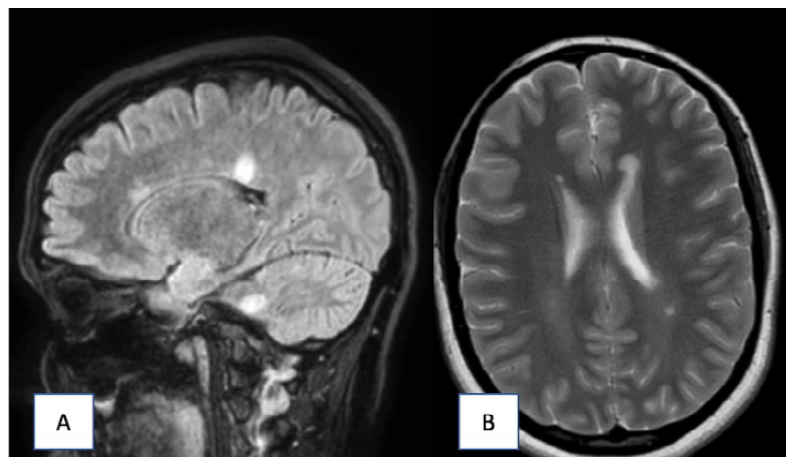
A) RM corte sagital secuencia FLAIR dos meses una vez iniciado el tratamiento. Se manifiesta una reducción en el número y tamaño de las lesiones localizadas en sustancia blanca. B) RM cerebral corte axial T2. Mejoría radiológica con disminución de lesiones hiperintensas presentes en sustancia blanca.
